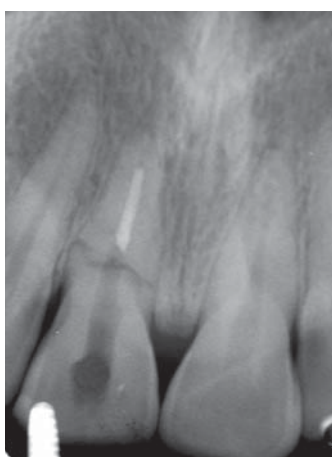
Рентгенограмма после завершения эндодонтического лечения
